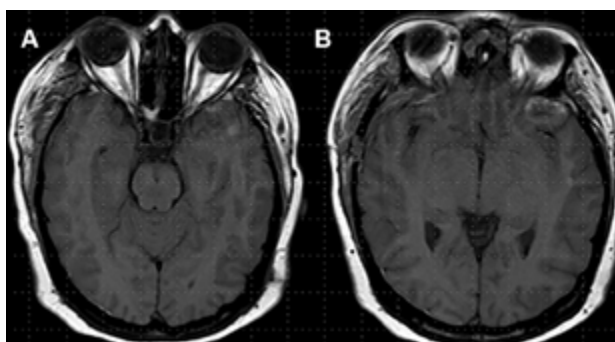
RM cortes axiales en T1 evidenciando ausencia de lesión tumoral.
